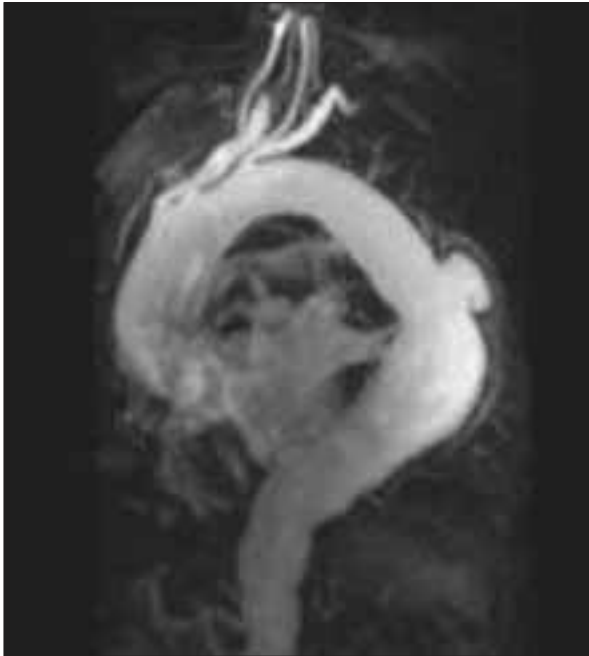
Úlcera en la aorta descendente evidenciada mediante una angiorresonancia magnética.
